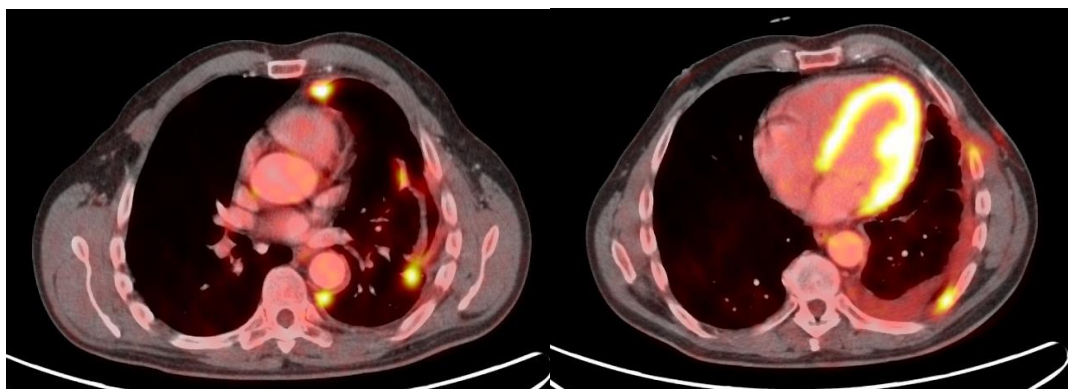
Imágenes de Mesotelioma pleural en PET TAC. Hospital de La Princesa
